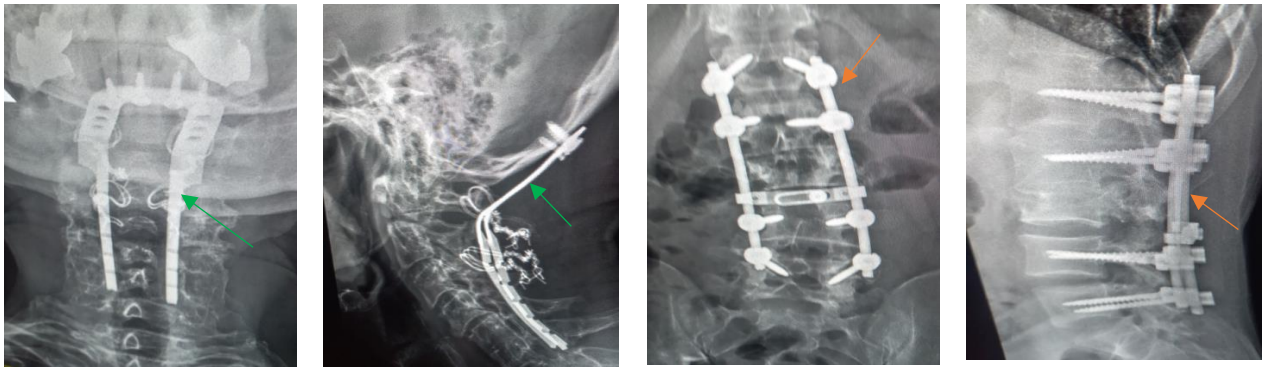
Рентгенограми візуального контролю остеосинтезу при переломах хребців. Одномоментне вправлення за допомогою тяги і протитяги по довжині хребта з одночасним тиском на виступаючий хребець при БТ шийного відділу хребта (зелена стрілка). Задній спондилодез металевими пластинами при БТ поперекового відділу хребта (помаранчева стрілка)
